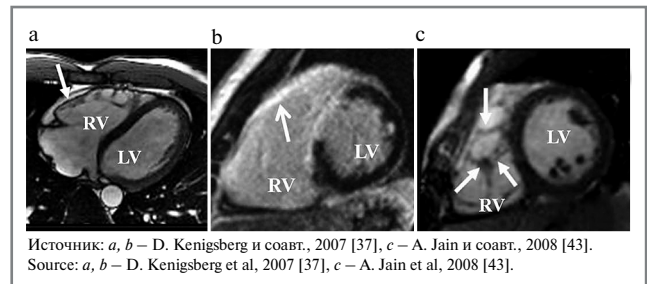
MRI of the heart, projections along the short axis: a – apical sections; b – middle sections; c – basal sections. The severity of non-compact myocardium in different parts of the right ventricle.
